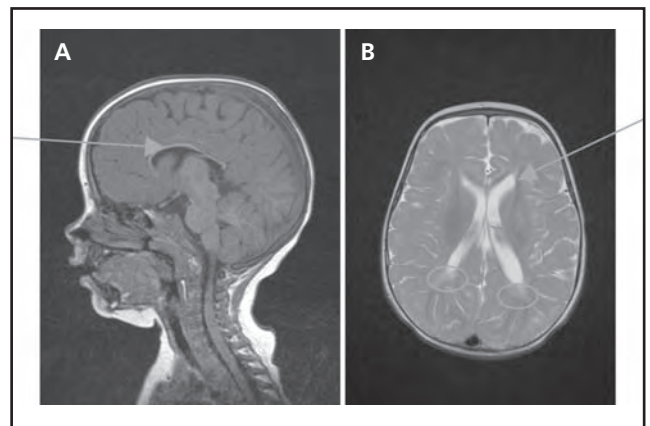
MRI a los 18 meses de edad.
